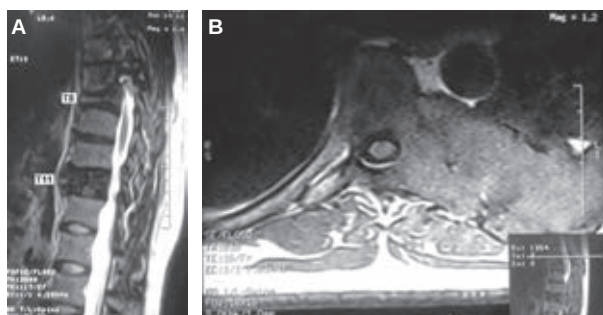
Resonancia magnética nuclear simple. A. Corte sagital, se observa el aplastamiento de T8 y T11. B. Corte axial, lesión del séptimo arco costal.
